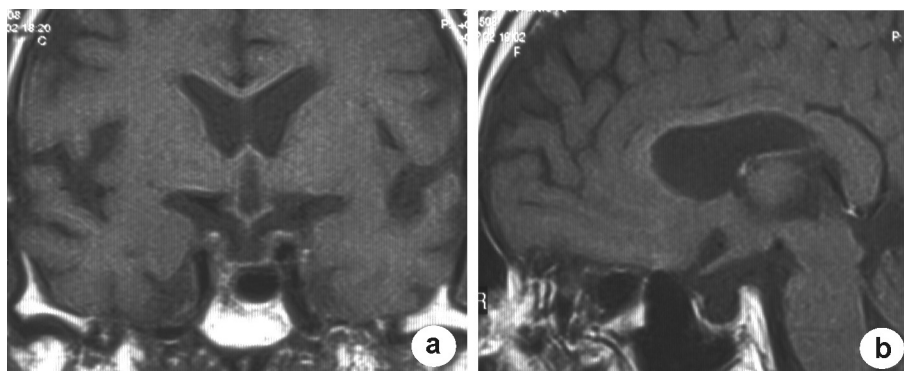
a. RMN Corte coronal de STVP total. b. RMN Corte sagital de STVP total
